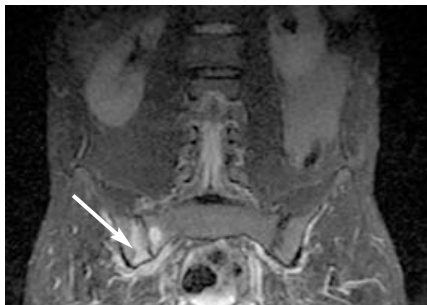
Больной П. МРТ КПС; стрелкой отмечен активный сакроилиит правого КПС
